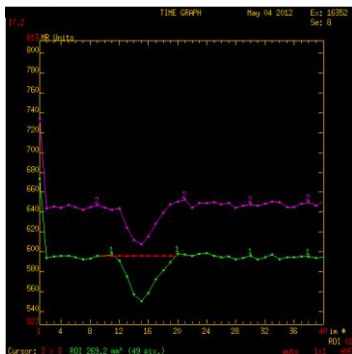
Curba dinamicii traserului paramagnetic, comparativ dreapta / stânga, obținute în secvența de perfuzie IRM.
